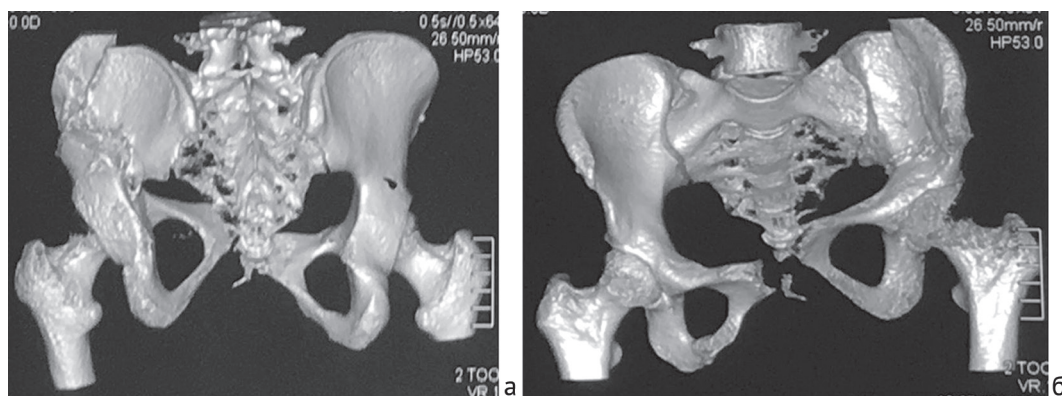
Компьютерная томография таза перед первым этапом коррекции, 3D-реконструкция, вентральная (а) и дорсальная (б) проекции. Визуализируется кранио-дорсальное смещение левой вертлужной впадины, разрыв лонного сочленения, разрыв крестцово-подвздошного сочленения (КПС) слева, несращение фрагмента крыла подвздошной кости слева
